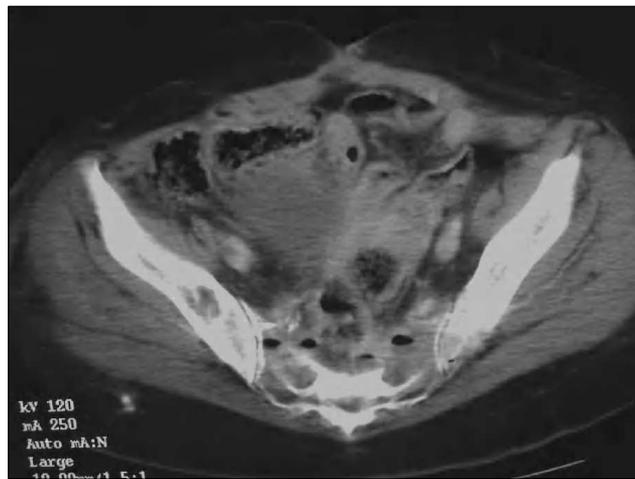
Tomografía computarizada en la que se observa un absceso presacro con presencia de gas extraluminal.
